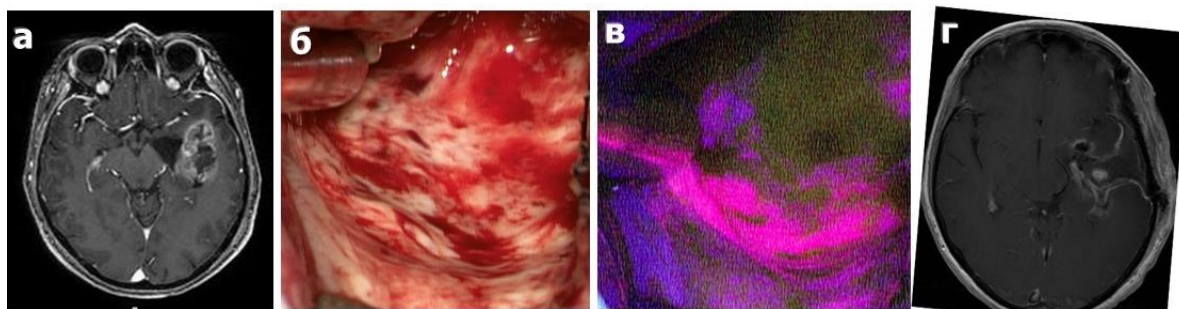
Пример остаточной флуоресценции при удалении анапластической астроцитомы левой височной доли: а) МРТ в T1 режиме с контрастом, аксиальный срез до операции, б) вид полости резекции после удаления основного узла в белом свете, остатков опухоли не выявлено, в) вид полости резекции после удаления основного узла - интенсивное свечение в режиме флуоресценции, г) МРТ после операции с контрастом, в T1 режиме, аксиальный срез.
